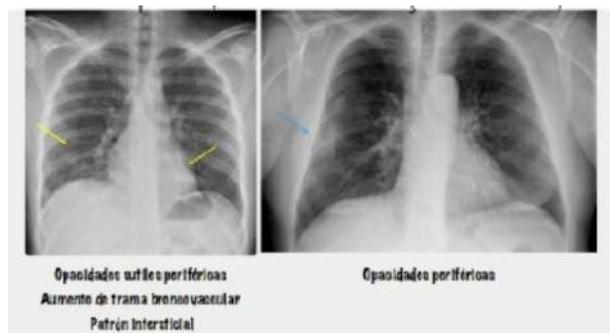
Radiografia do tórax – fase inicial da infecção pulmonar por SARS-CoV-2
